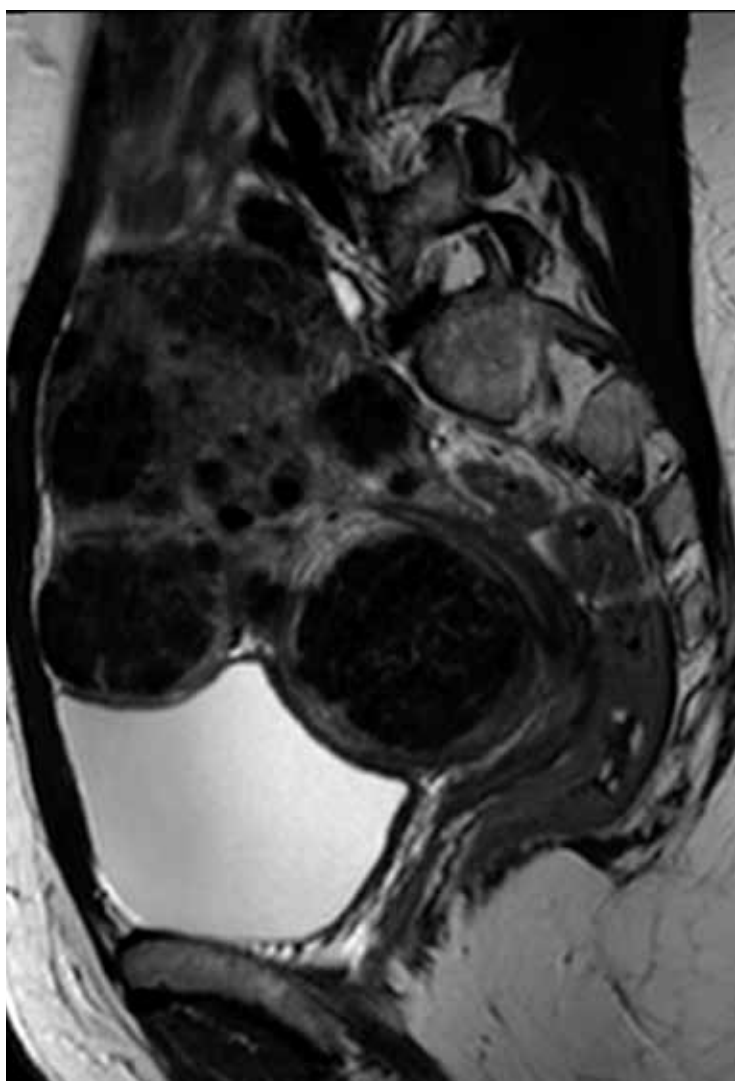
T2-сагитальное изображение множественных миом матки. Из-за большого количества новообразований ФУЗ-МРТ в данном случае не показана.
